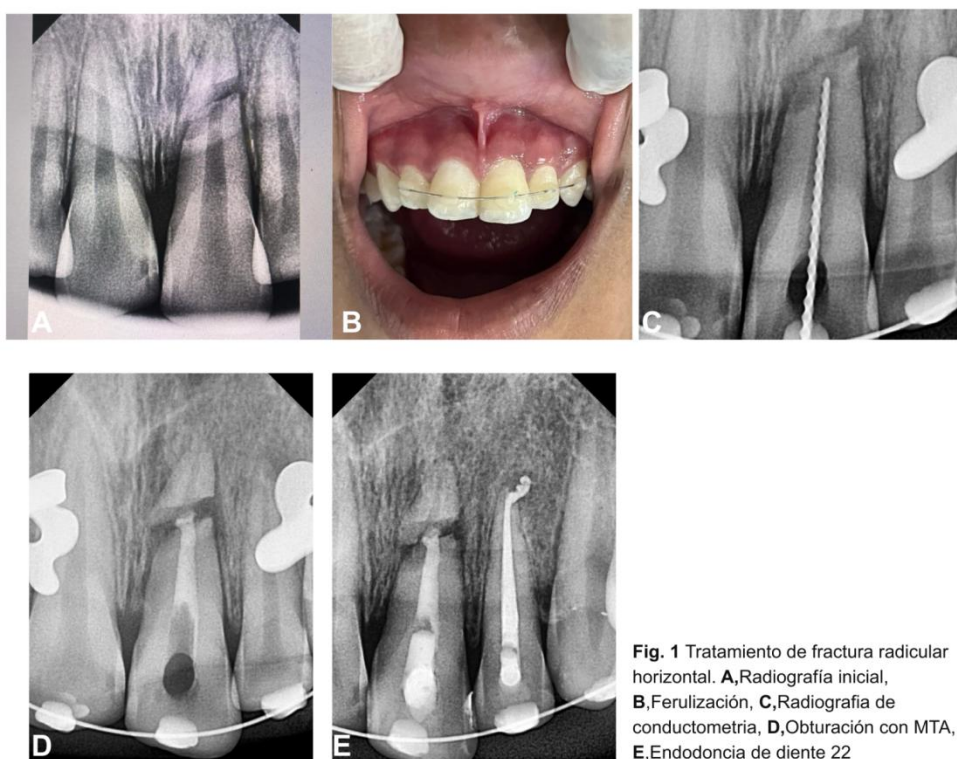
Tratamiento de fractura radicular horizontal. A,Radiografía inicial, B,Ferulización, C,Radiografía de conductometría, D,Obturación con MTA, E,Endodoncia de diente 22
